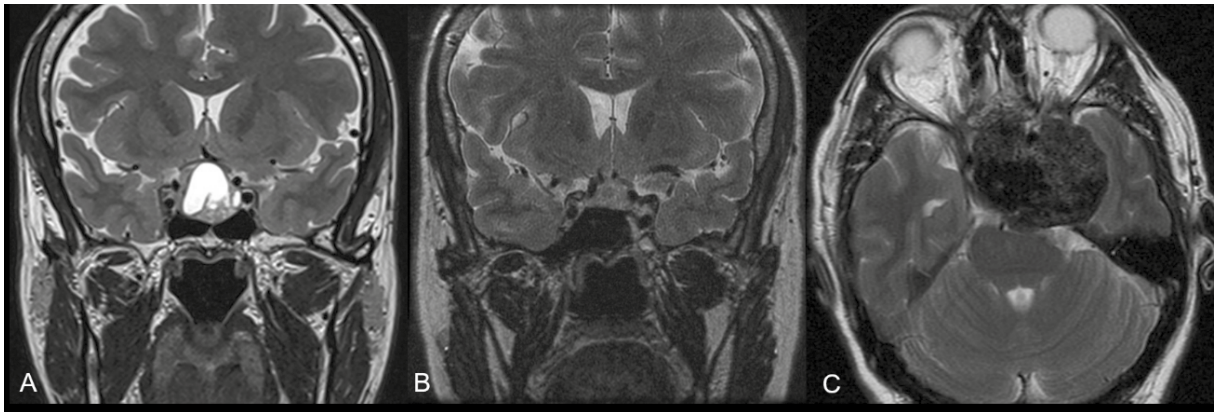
RM de tres diferentes pacientes, mostrando las diferentes señales en T2. A. Hiperintensa. B. Isointensa. C. Hipointensa.
